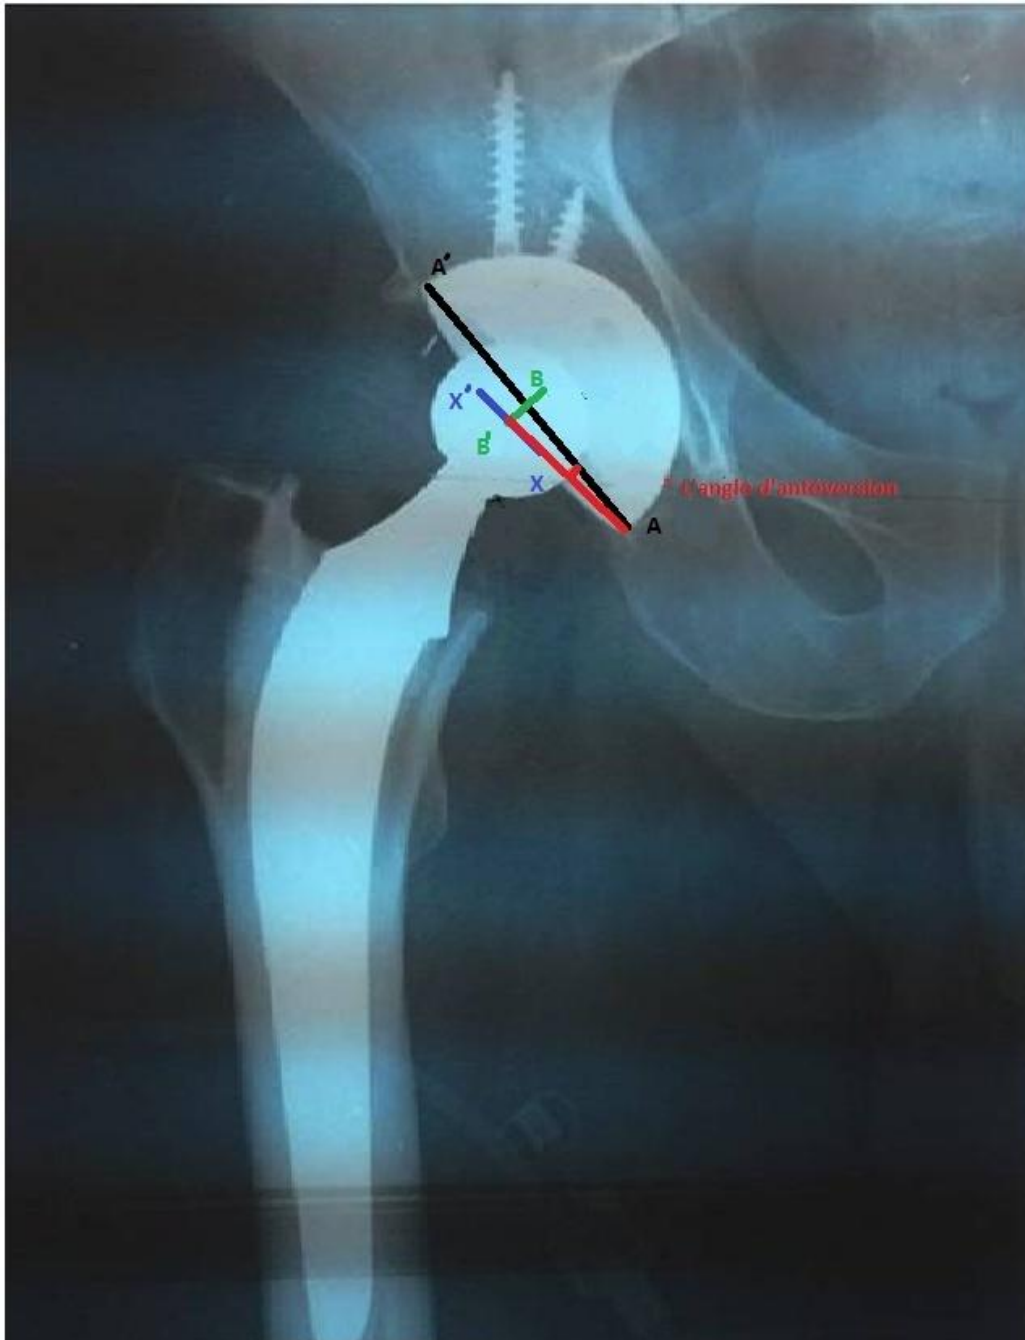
radiographie postopératoire : mesure de l'antéversion de la cupule selon la technique décrite par Door et Wan.
